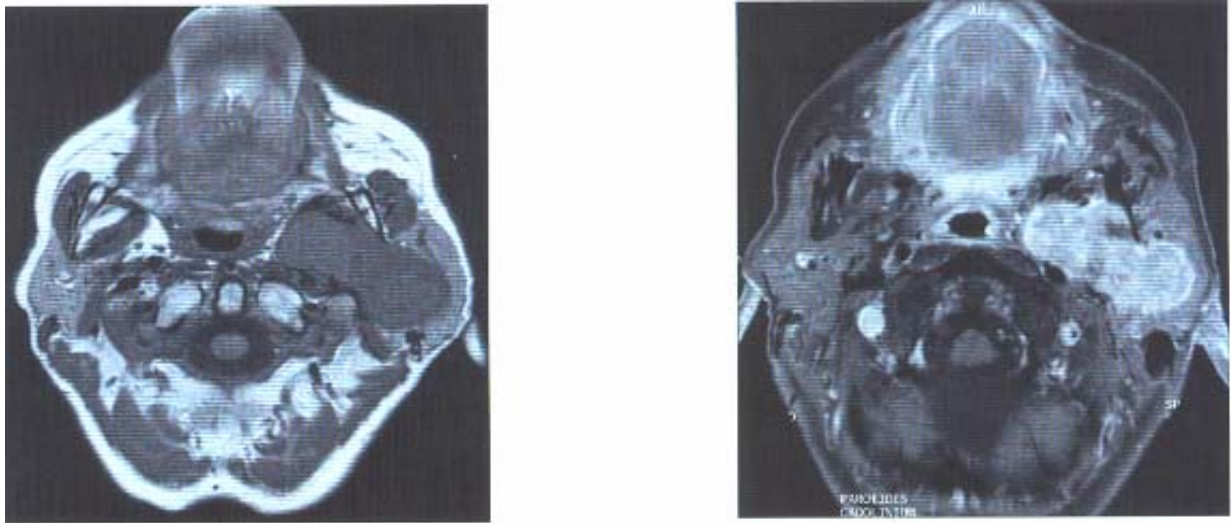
IRM d'une tumeur mixte maligne de la parotide gauche. [28]
